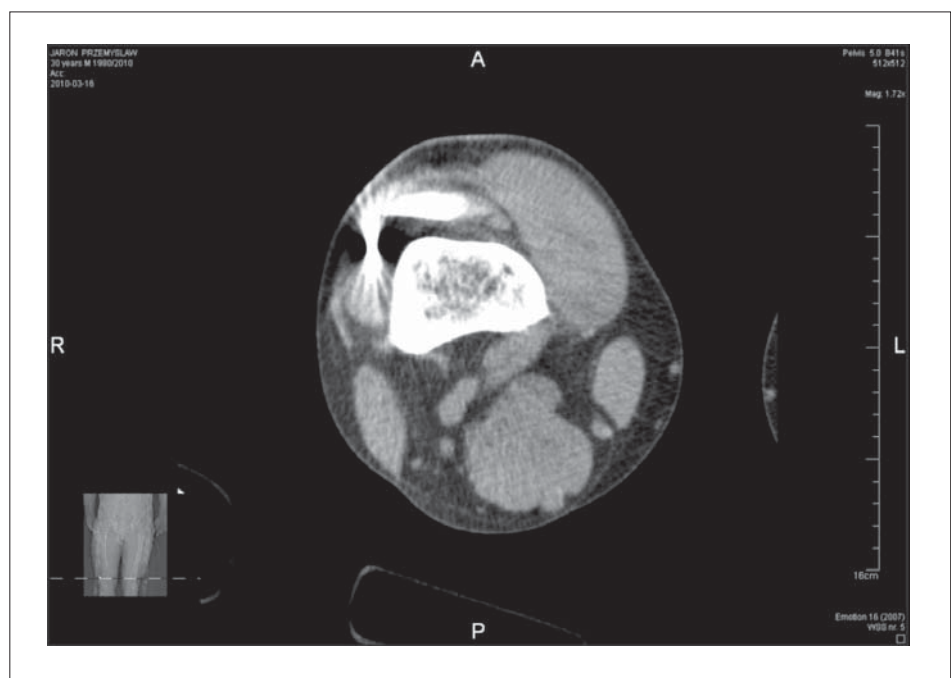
A computed tomography at the level of the middle of the femur
